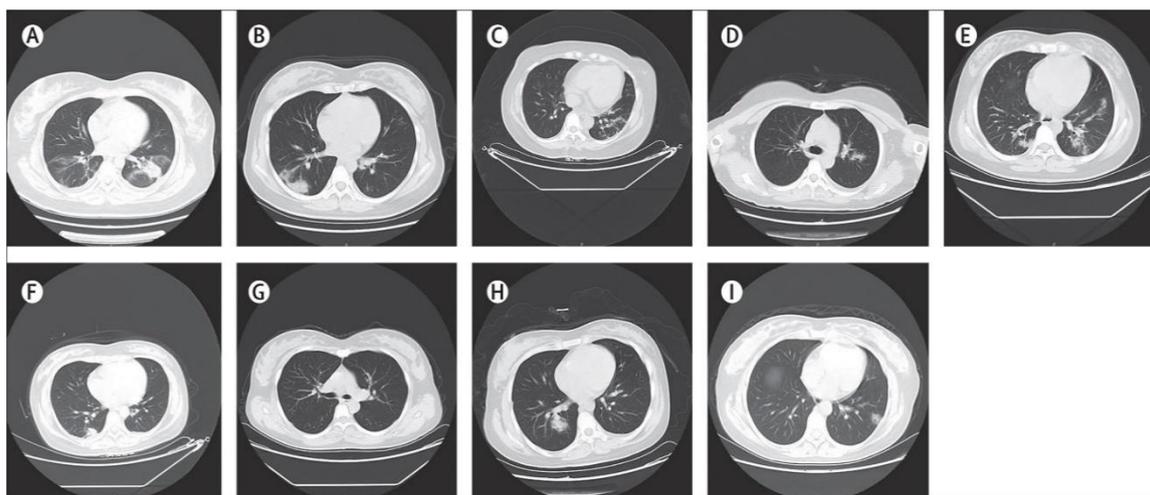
КТ грудной клетки (поперечная плоскость) девяти пациентов
